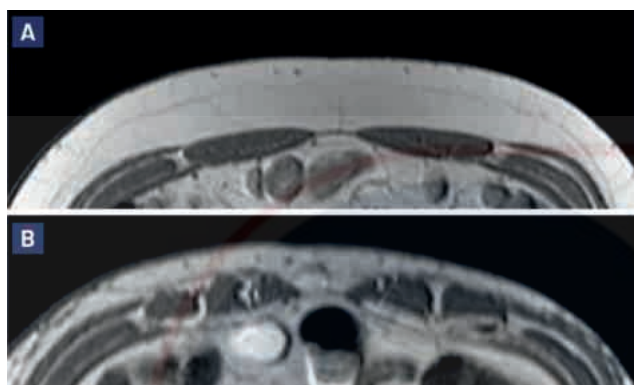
Imágenes de RMN antes y después de la técnica UGRAFT en pacientes masculino (A) y femenino (B).
